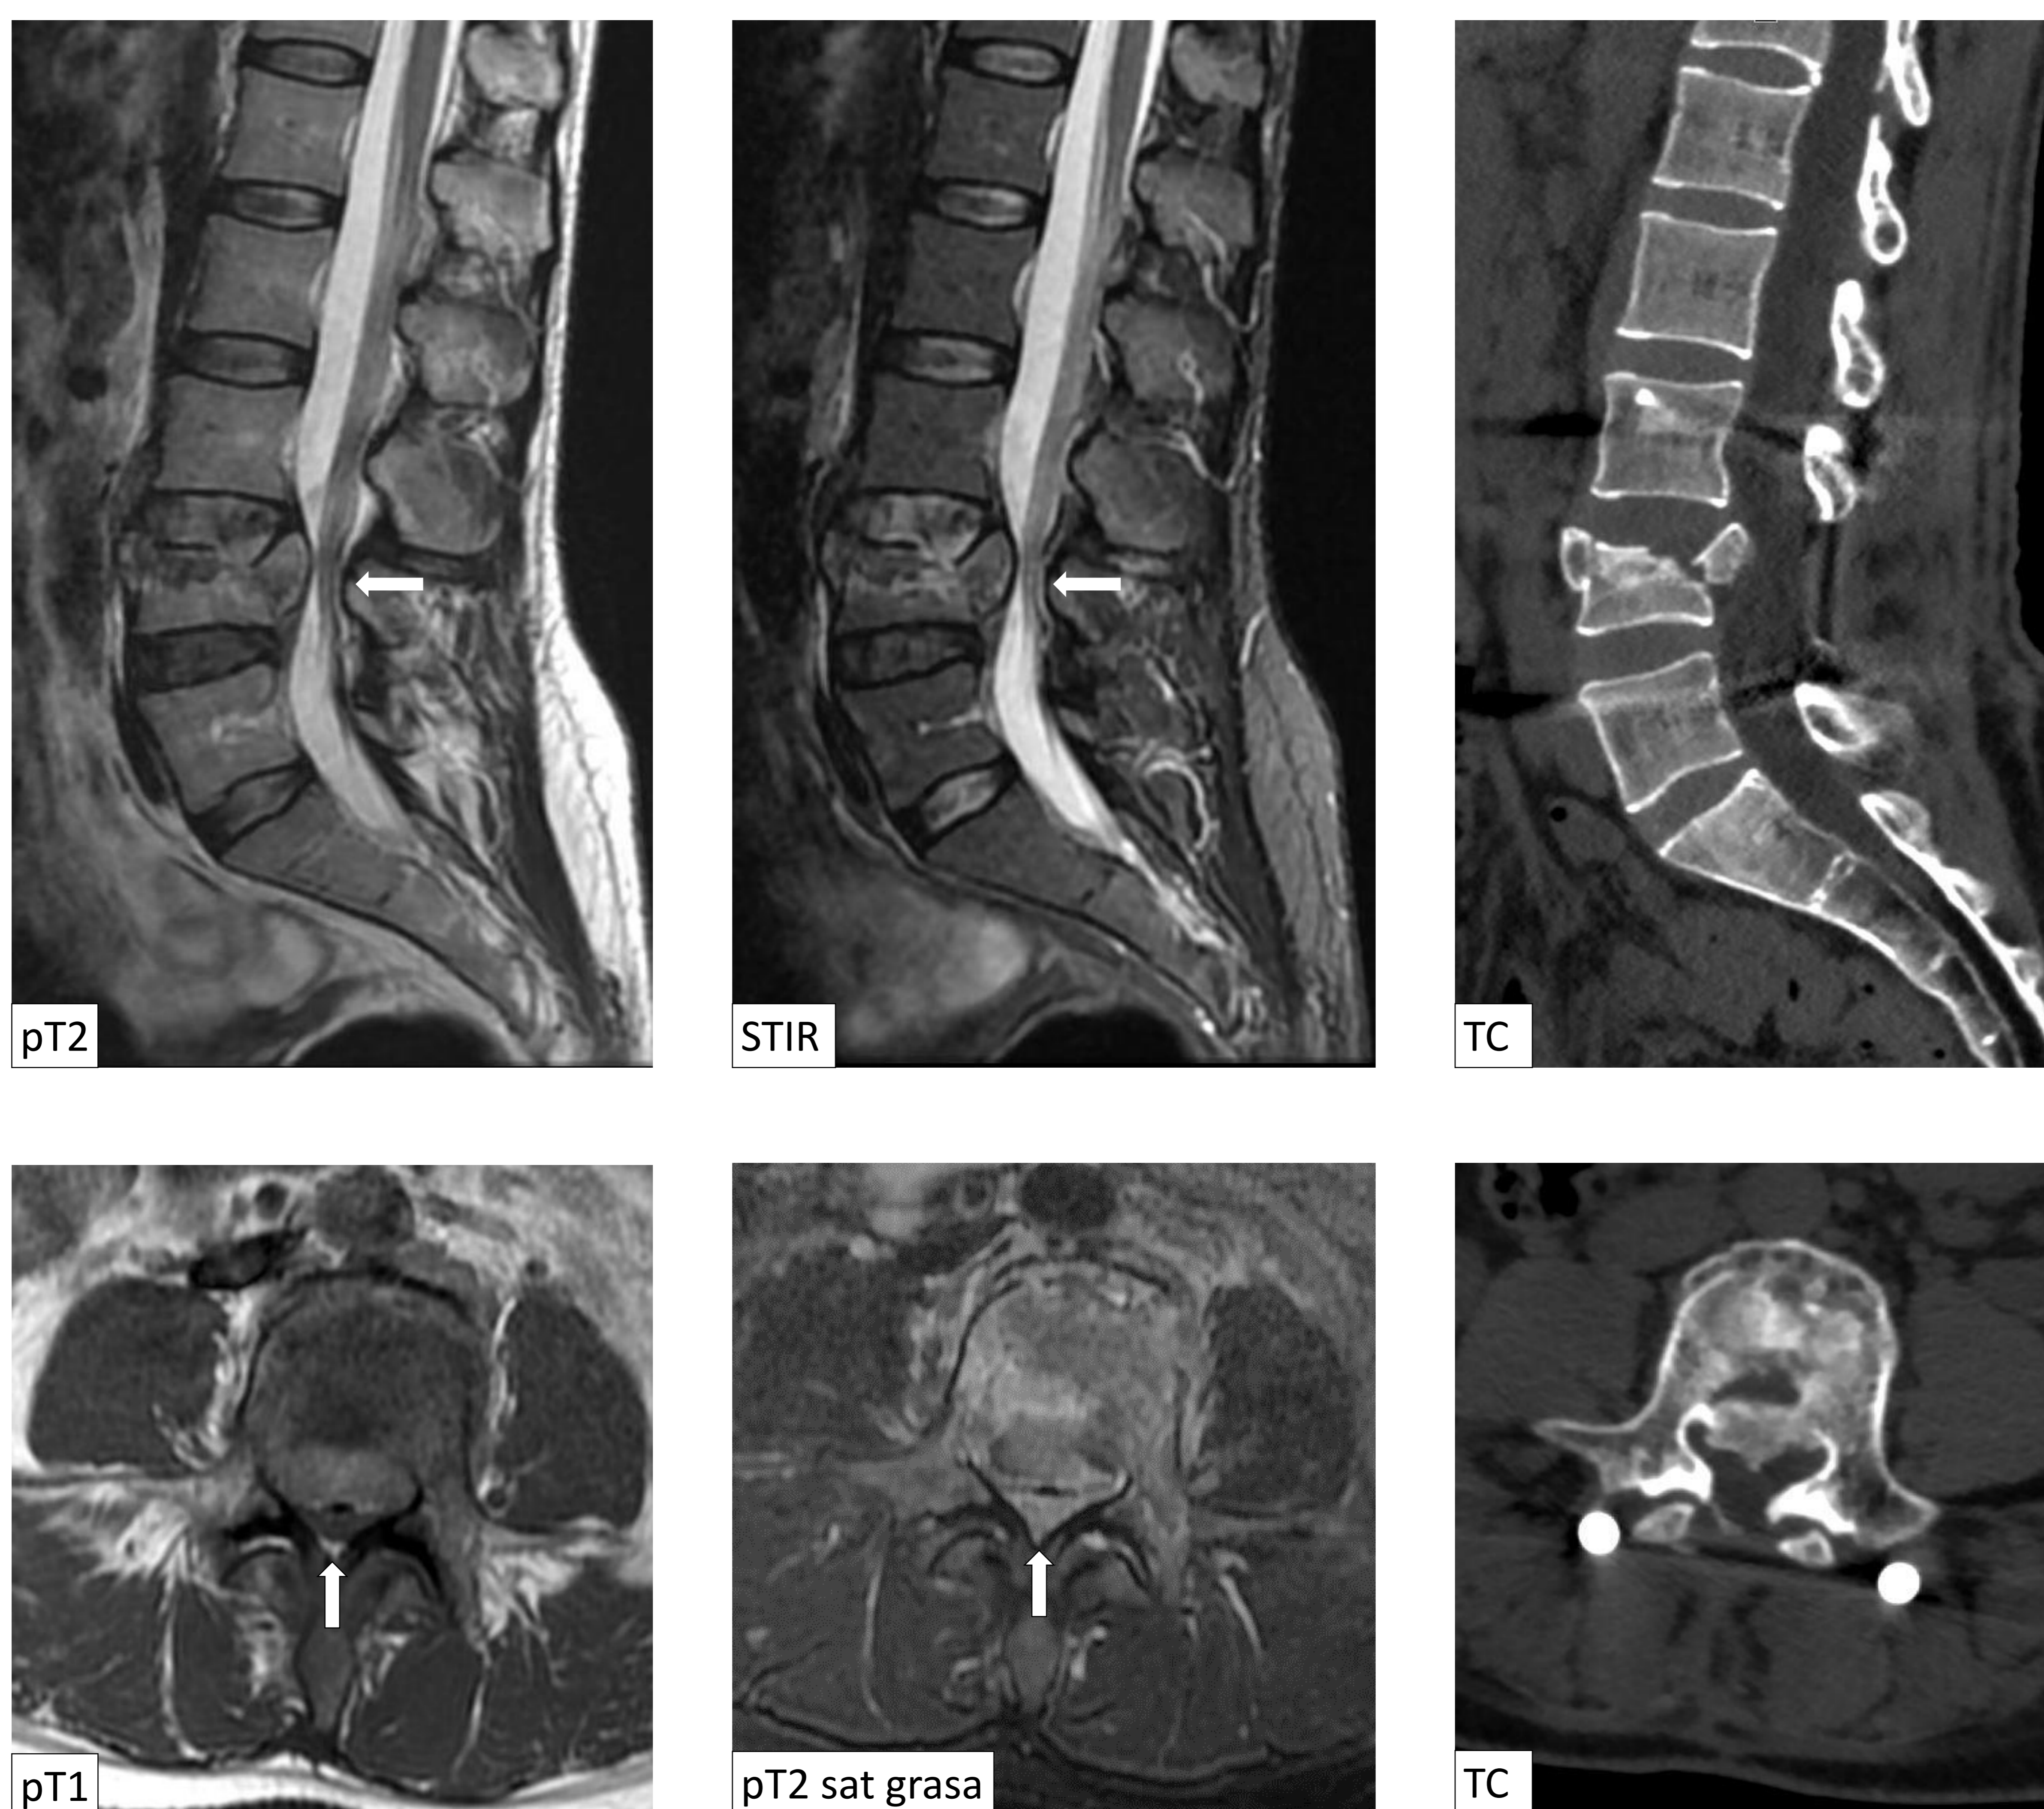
Clínica de síndrome de cola de caballo aguda tras traumatismo. Fractura estallido del cuerpo vertebral de L4 con retropulsión de un fragmento posterosuperior hacia el espacio epidural. RM: Línea de fractura trabecular en el cuerpo remanente y alteración de señal medular ósea tipo edema óseo más evidente en el lecho de fractura. Estenosis severa de canal y de recesos secundaria con colapso del líquido cefalorraquídeo y agrupamiento de raíces de la cola de caballo en el saco tecal (flecha). TC: control postquirúrgico tras descompresión posterior con laminectomía bilateral y artrodesis.
